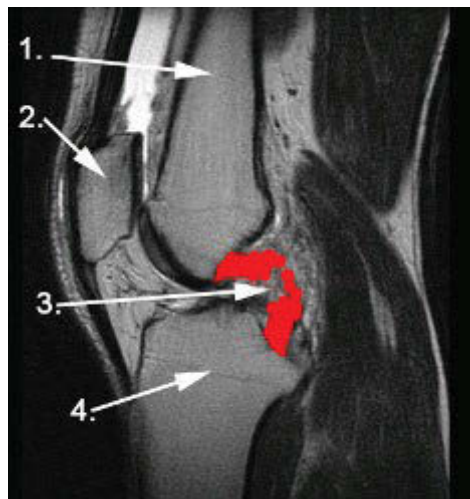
Dieses Bild zeigt das MRT eines hinteren Kreuzbandrisses des Kniegelenks in seitlicher Aufnahme[27]
